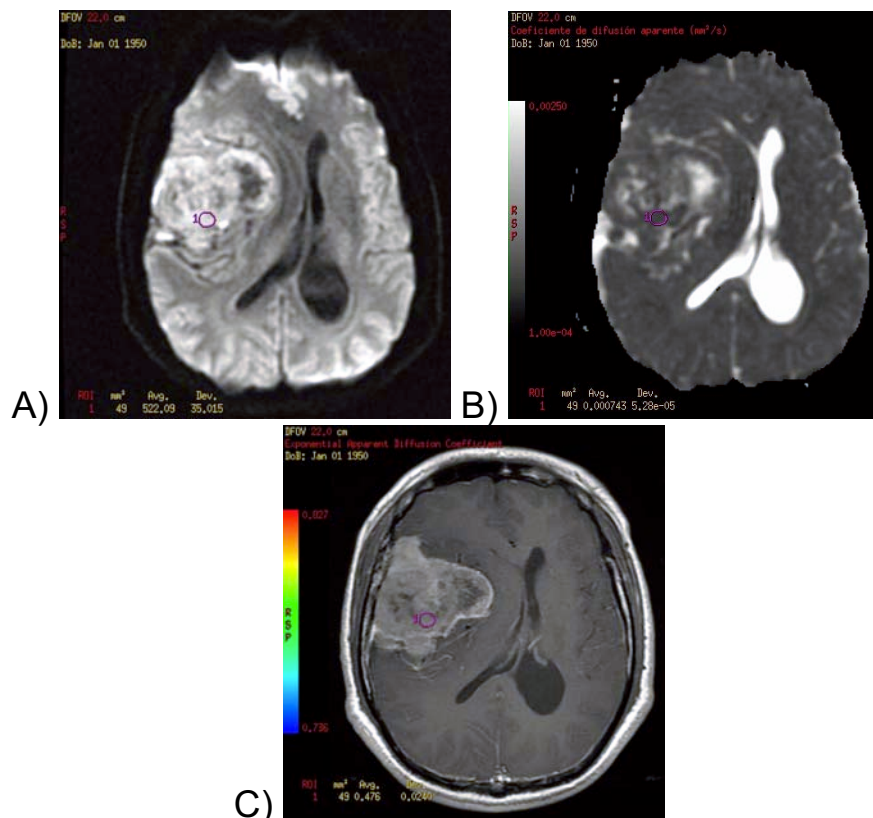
Imágenes de RM en plano axial de Paciente masculino: A) DWI, B) ADC y C) T1 postcontraste. Muestran una lesión extra-axial de intensidad de señal heterogénea y efecto de masa sobre el parénquima adyacente. El ROI
